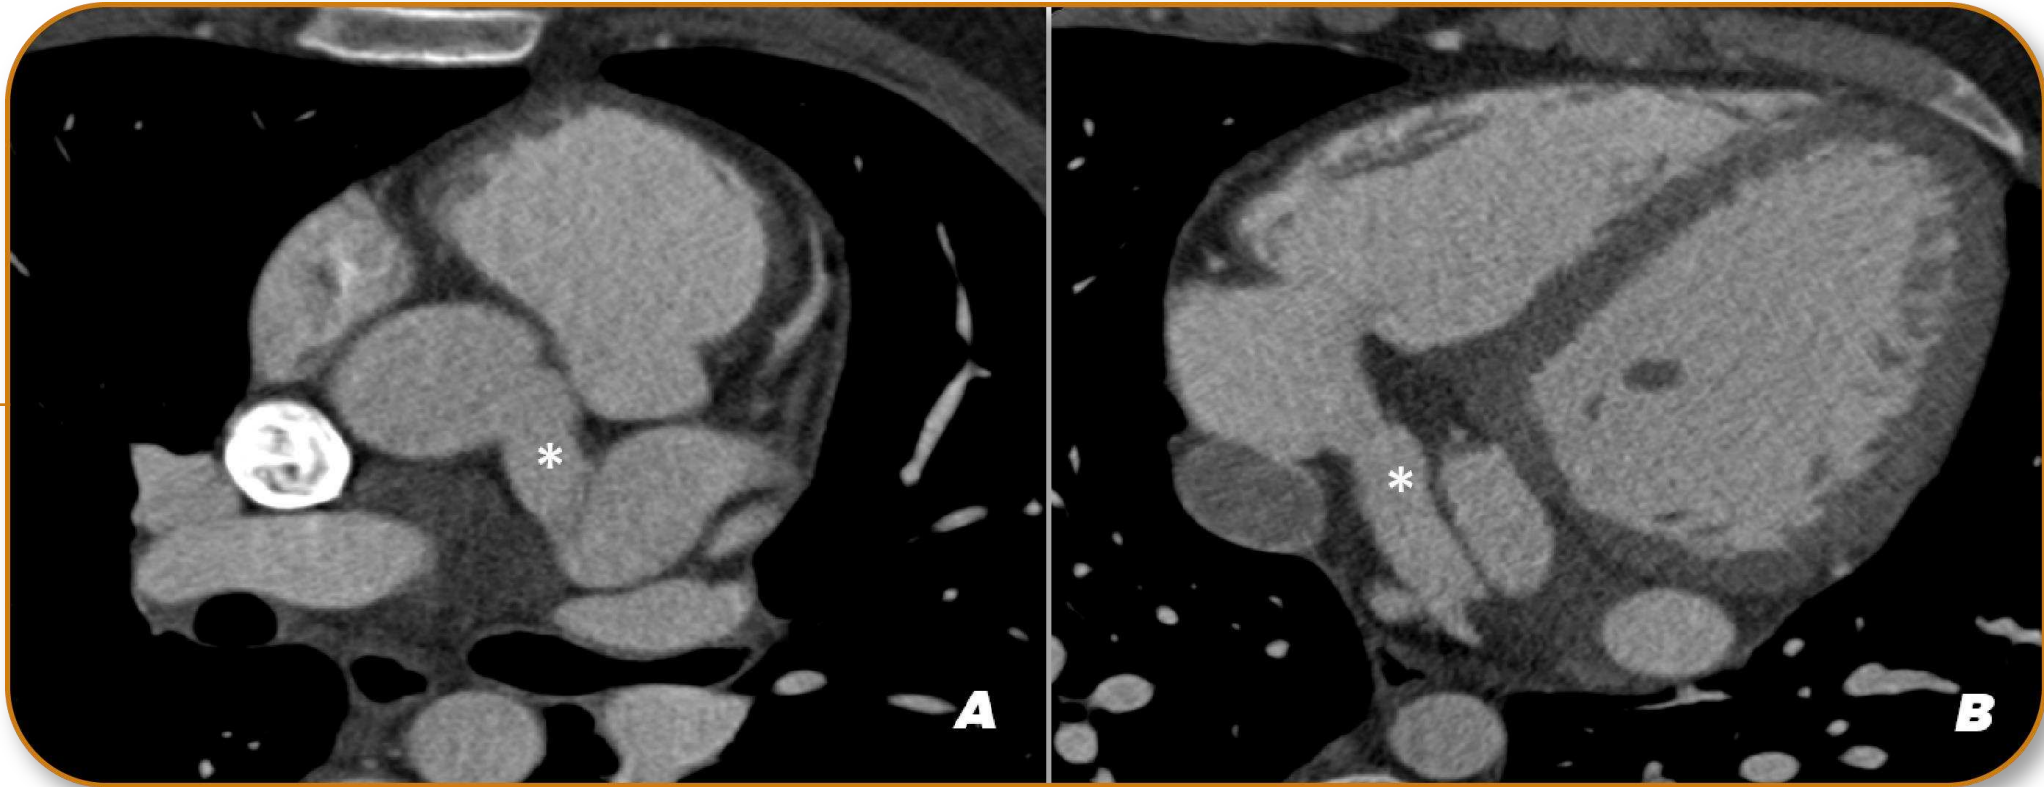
TC cardíaca, plano axial (A) origen y (B) terminación (asterisco). Anomalía de la arteria circunfleja caracterizada por dilatación y tortuosidad que finaliza en seno coronario.
